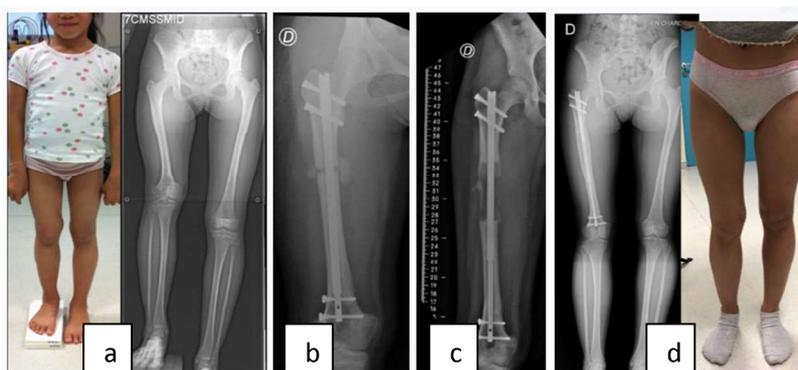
Exemple d'allongement osseux fémoral droit de 7cm par clou électromagnétique PRECICE™ réalisé au CHU de Nantes (photographies et radiographies faites lors des consultations de suivi).
